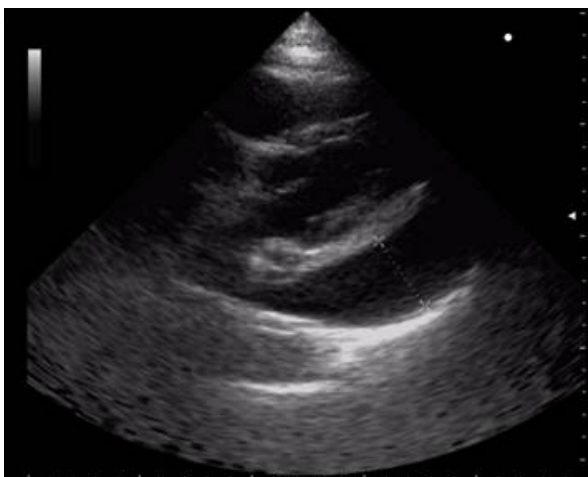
Эхокардиография больной К. от 28.01.2012 года
